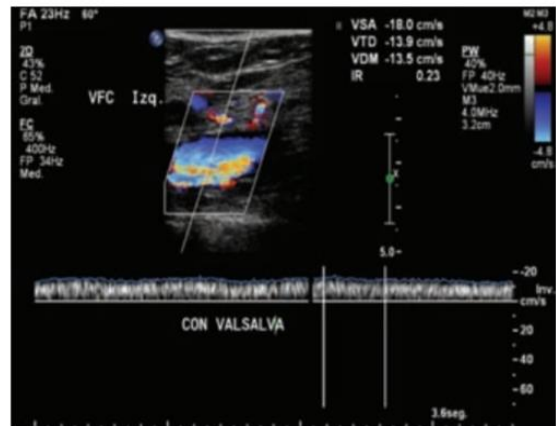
Vena femoral común: Doppler pulsado, espectro sin fascicidad. Vena sin elasticidad. Trombosis aguda.
